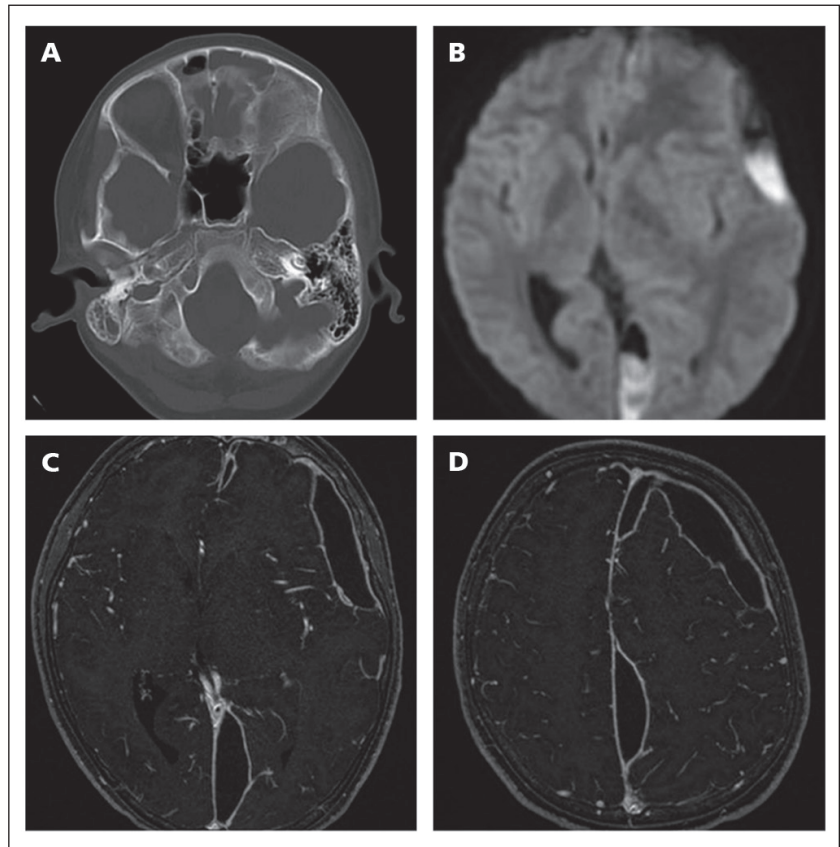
Tomografía computada y resonancia magnética cerebral preoperatorias. A) Corte axial TC de senos paranasales que muestra ocupación bilateral de senos frontales y etmoidales. B) Secuencia axial de RM difusión con áreas de captación en los empiemas. C y D) Cortes axiales de RM donde se evidencian dos focos de empiema.
